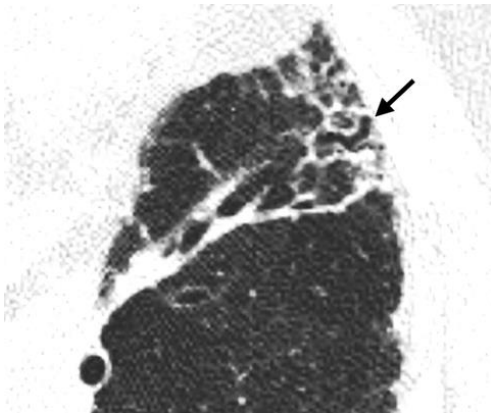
Transversaler CT Scan zeigt eine Bronchiolectasis innerhalb einer fibrotischen Lunge (Pfeil) (24).
